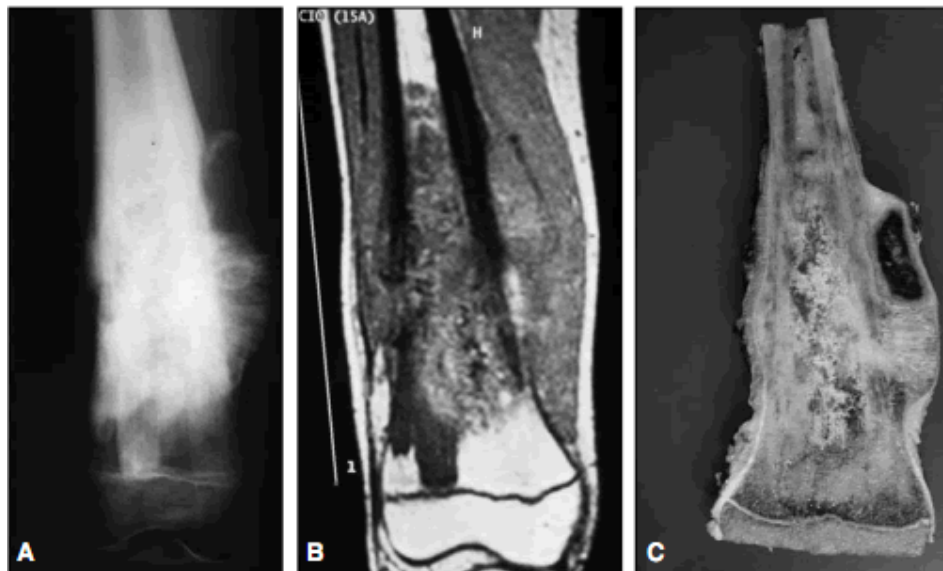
Imagen típica de un osteosarcoma del fémur distal. A. Radiografía de fémur de frente, donde se evidencia la destrucción del patrón trabecular normal con márgenes no delimitados y sin respuesta ósea endóstica (lesión lítica) con zonas mixtas (radiolúcidas y radiopacas), reacción perióstica, elevación de la cortical y formación del triángulo de Codman. B. Resonancia magnética que muestra el compromiso de las partes blandas. C. Pieza de resección donde se observa el tumor que provoca destrucción ósea, compromiso de las partes blandas y zonas hemorrágicas.
